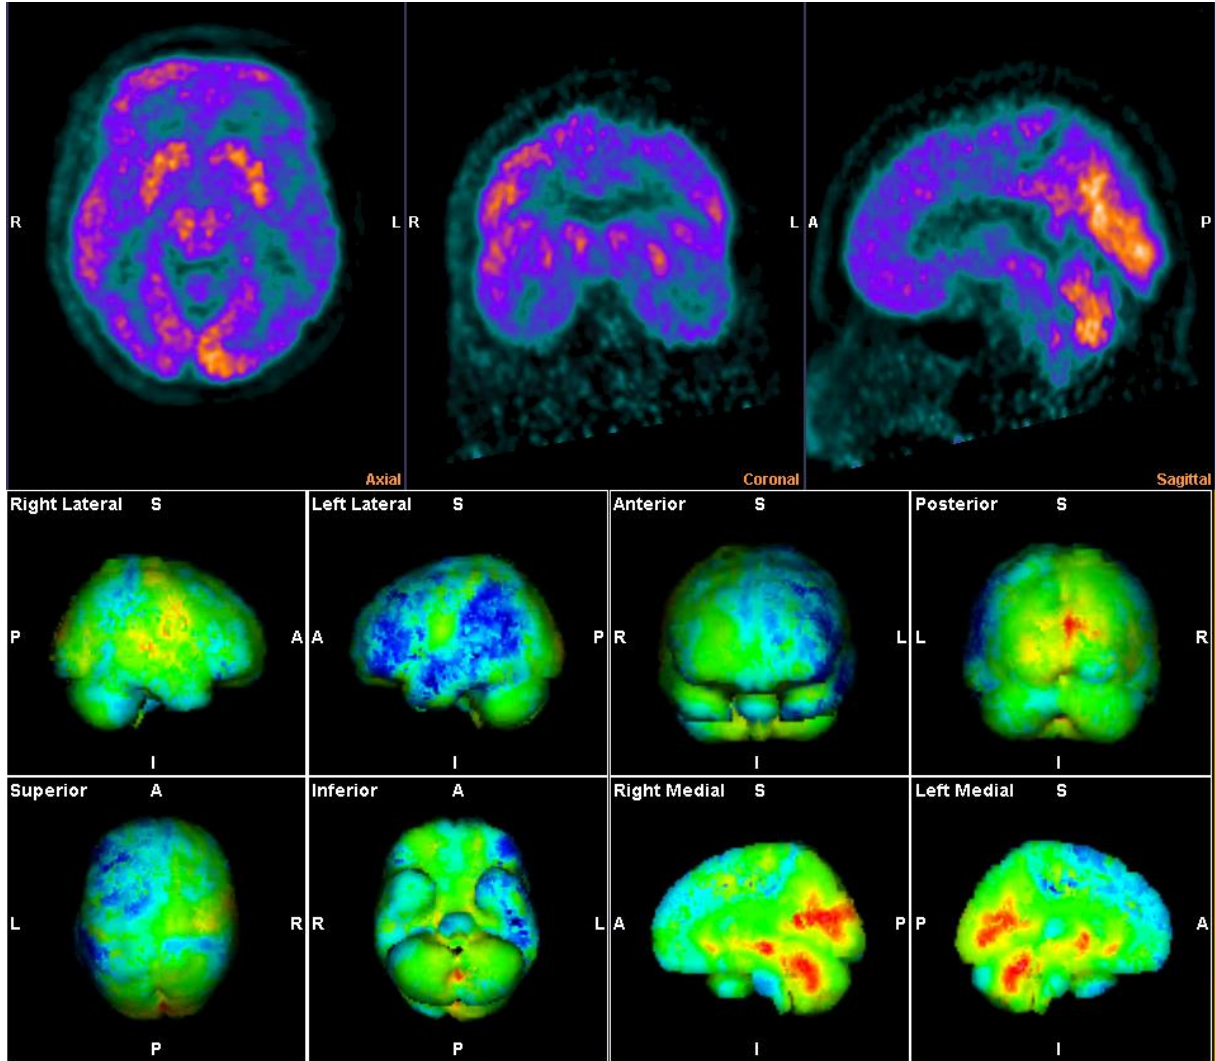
70 yaşında skuamoz hücreli akciğer kanseri tanılı hasta. Hastanın sol akciğer alt lobda yaklaşık 5 cm kitlesi mevcut. Lezyon SUVmax değeri 16,22, TLG değeri 319,69 hesaplandı. Beyin kesitsel ve 3 boyutlu görsellerde yaygın bir hipometabolizma izlenmekte. Ayrıca sol temporal ve frontal lobda sağa göre daha belirgin hipometabolizma görülmekte. Sağ cerebellum diğer bölgelerin aksine hipermetabolizma göstermekte. Tetkik öncesi ölçülen kan şekeri 103 mg/dL geldi.
